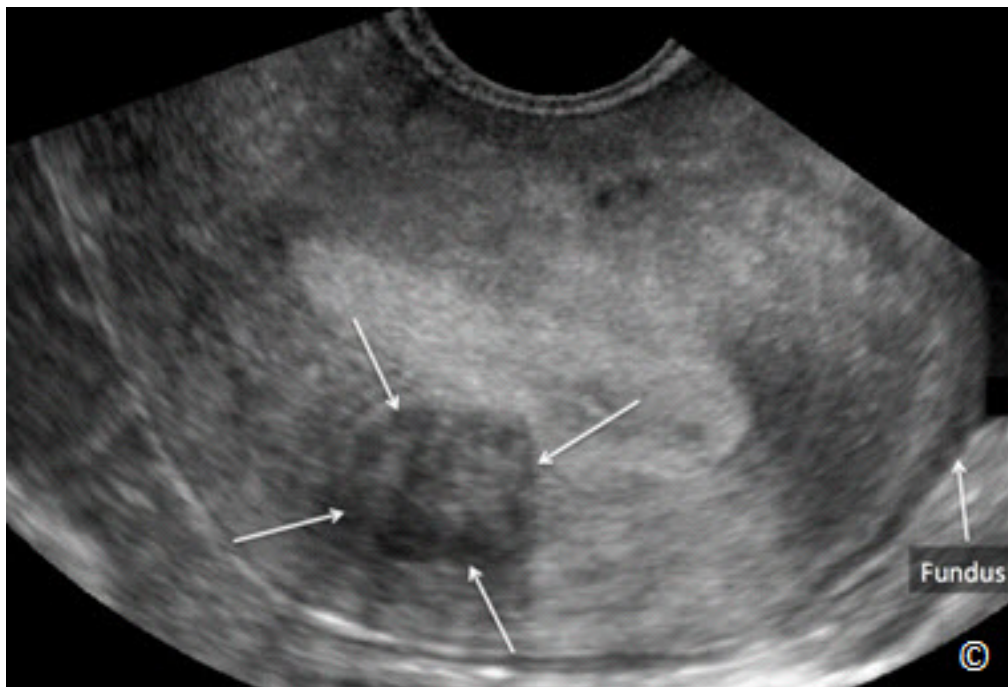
Ultrasonido transvaginal en un plano medio sagital del útero que muestra un leiomioma intramural (flechas). El fondo uterino está etiquetado para orientación de la imagen. Véase la Tabla 11.6 para las características ecográficas. La imagen es cortesía del Dr. Bernard Benoit.
